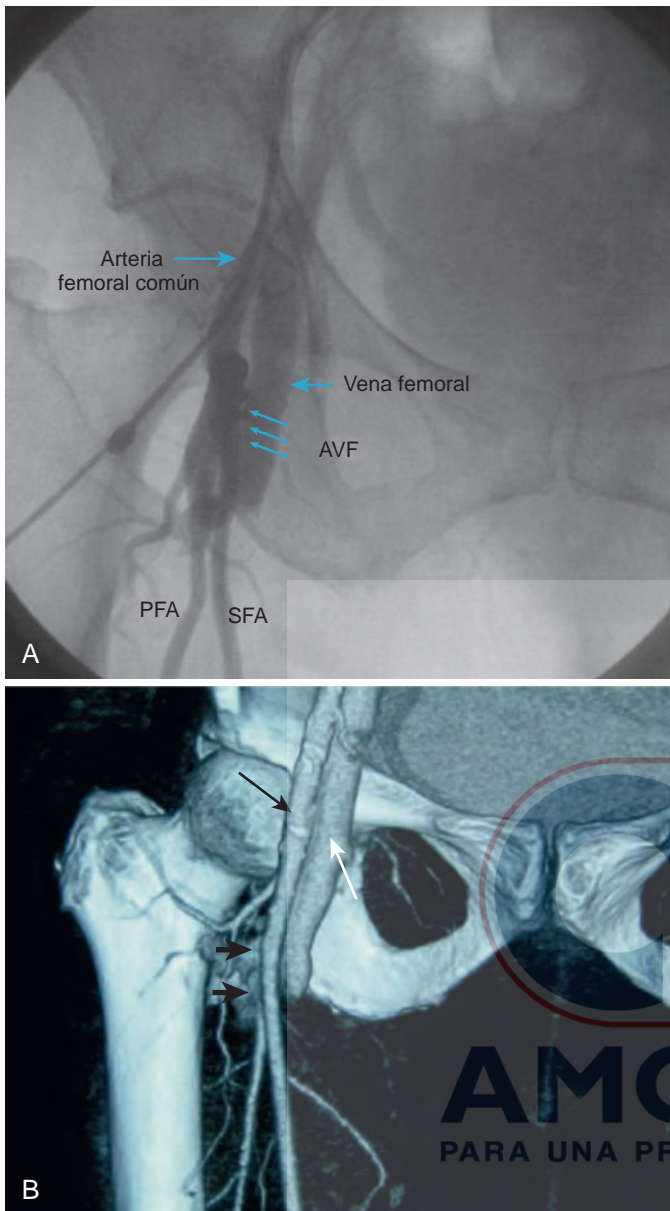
Fístula arteriovenosa. A, angiografía femoral que muestra la comunicación entre la arteria y la vena femoral (flechas azules). B, reconstrucción 3D de un escaneo CT que muestra la comunicación entre la arteria femoral común (flecha negra) y la vena femoral común (flecha blanca). (A, adaptado de Bangalore y cols.: *Circulation* 124(5):e147-e156, 2011. B, reproducido con permiso (revista de acceso abierto) de Ozyuksei y Dogan. *Case Rep Vasc Med* 2013:712089, 2013).
